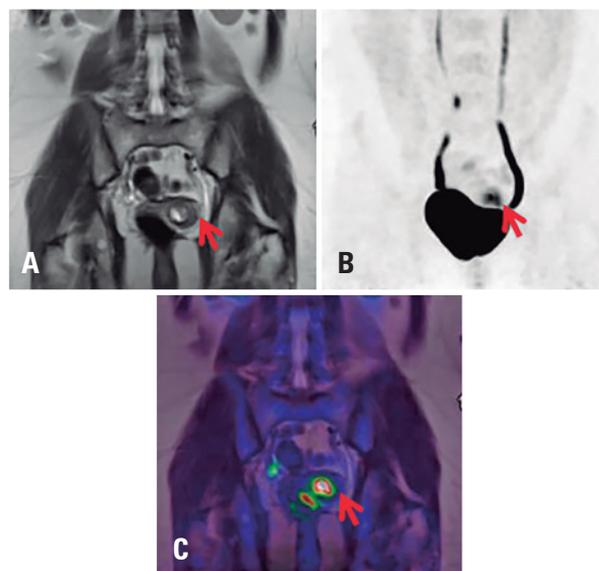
Imagens ¹⁸F-FDG PET/RM da pelve de um paciente do sexo feminino com adenocarcinoma cervical invasivo, mostrando atividade metabólica na parede uterina esquerda, próximo à cavidade uterina. (A) sequência VIBE Dixon, corte coronal ponderado em T2; (B) PET, projeção em máxima intensidade; (C) imagem fusionada PET/RM, corte coronal ponderado em T2
